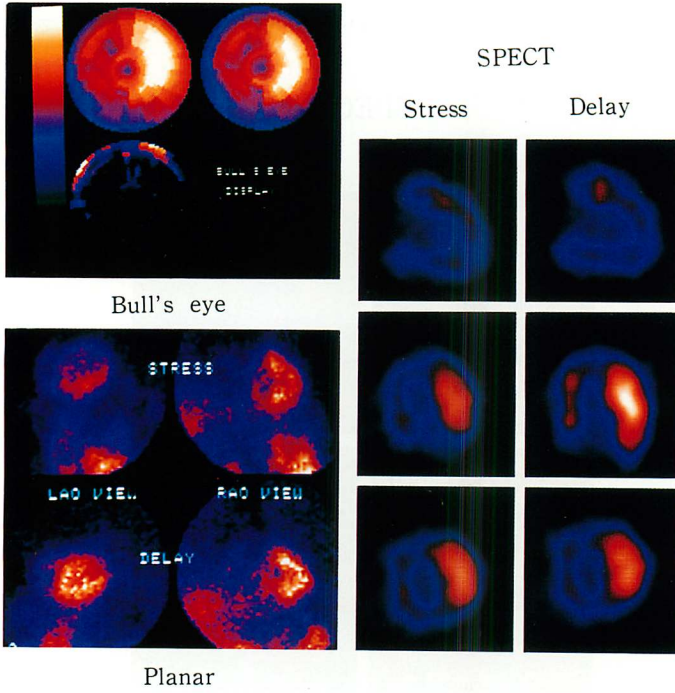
SPECT and bull's eye display of a case of triple vessel disease.
